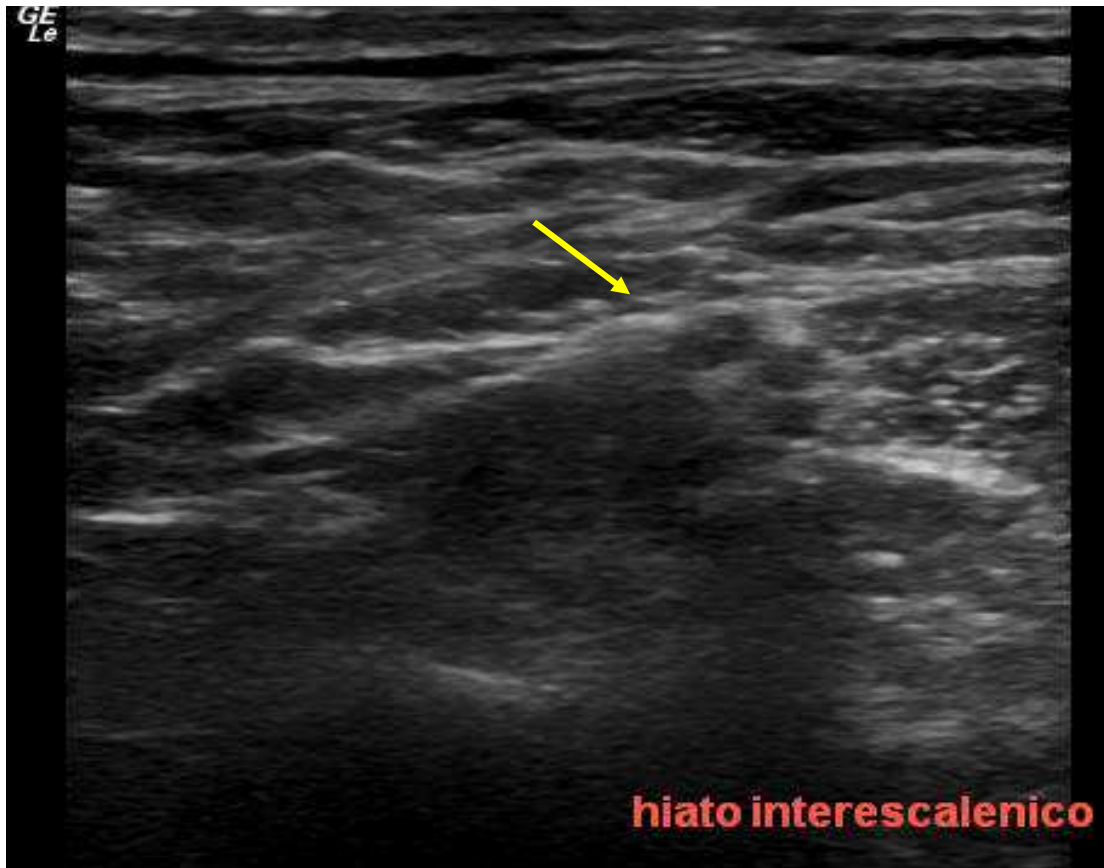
Imagen obtenida por ecografía mostrando (flecha amarilla) la disposición de los troncos del plexo braquial en el espacio interescalénico (imagen obtenida en el HSCSP con ecógrafo Esaote MyLab 25)
